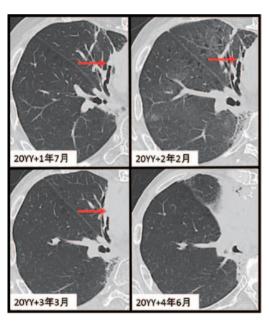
症例2. 経年的CT検査結果の推移. 中葉気管支内 腔に認める腫瘍が中枢側へ進展し(矢印), 20YY+4 年時には無気肺を形成している.
